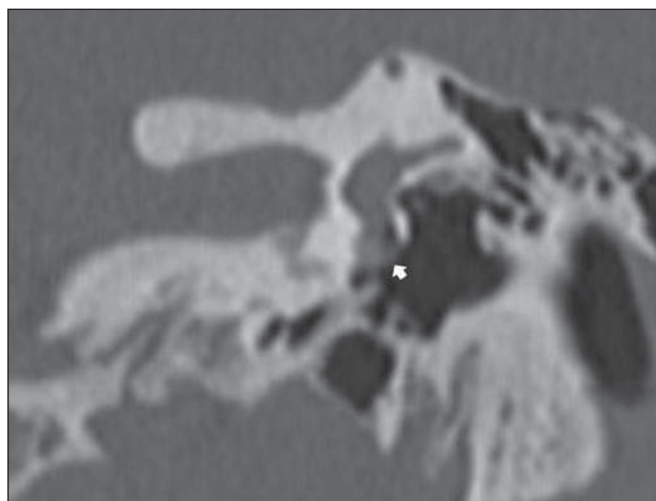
Tomografia computadorizada, reconstrução em coronal. Foco na janela redonda (seta).
